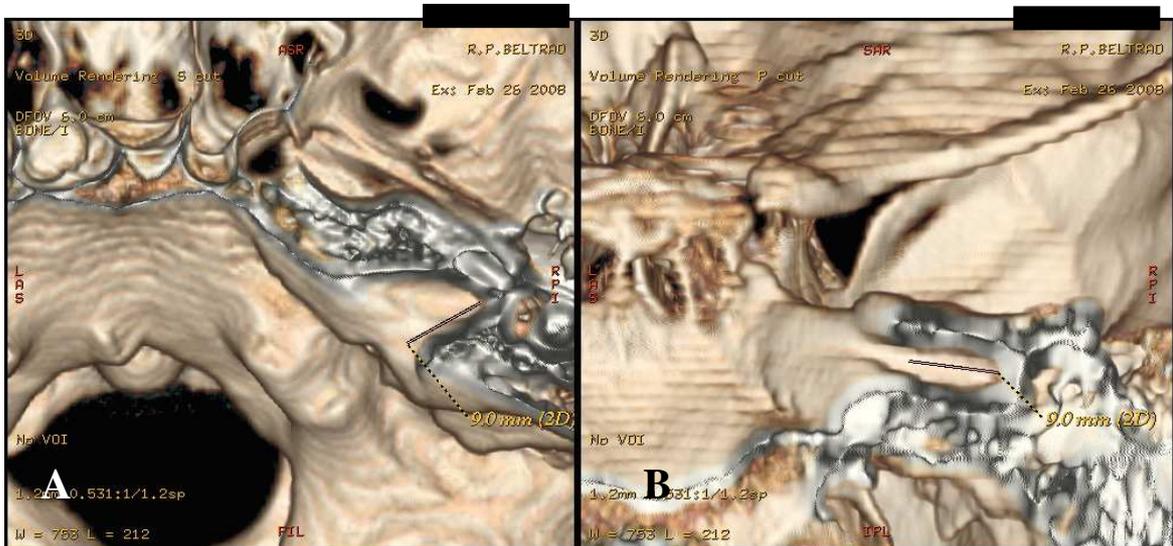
A e B - Reconstruções por TC 3D, visão superior, demonstrando o comprimento do CAI desde o lábio posterior do meato acústico interno até o seu fundo
